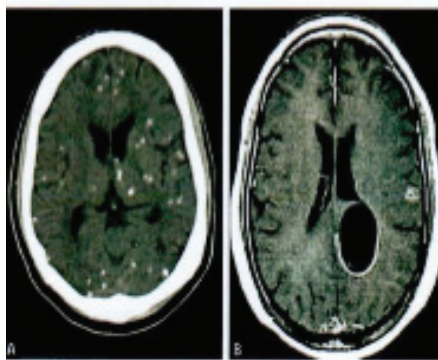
A și B: (A) CT arată multiple chisturi calcificate ale *Cysticercus cellulosae* în parenchimul cerebral; (B) CT a creierului arată clar peretele chistului, leziune circulară.
